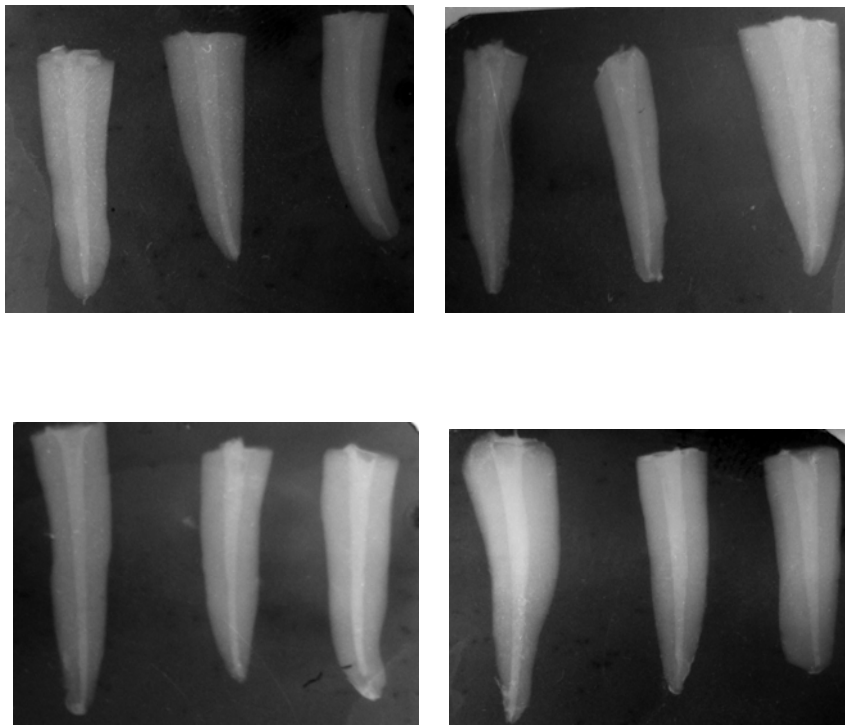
Obturación de conductos. Radiografías de control (óxido de zinc-eugenol).
